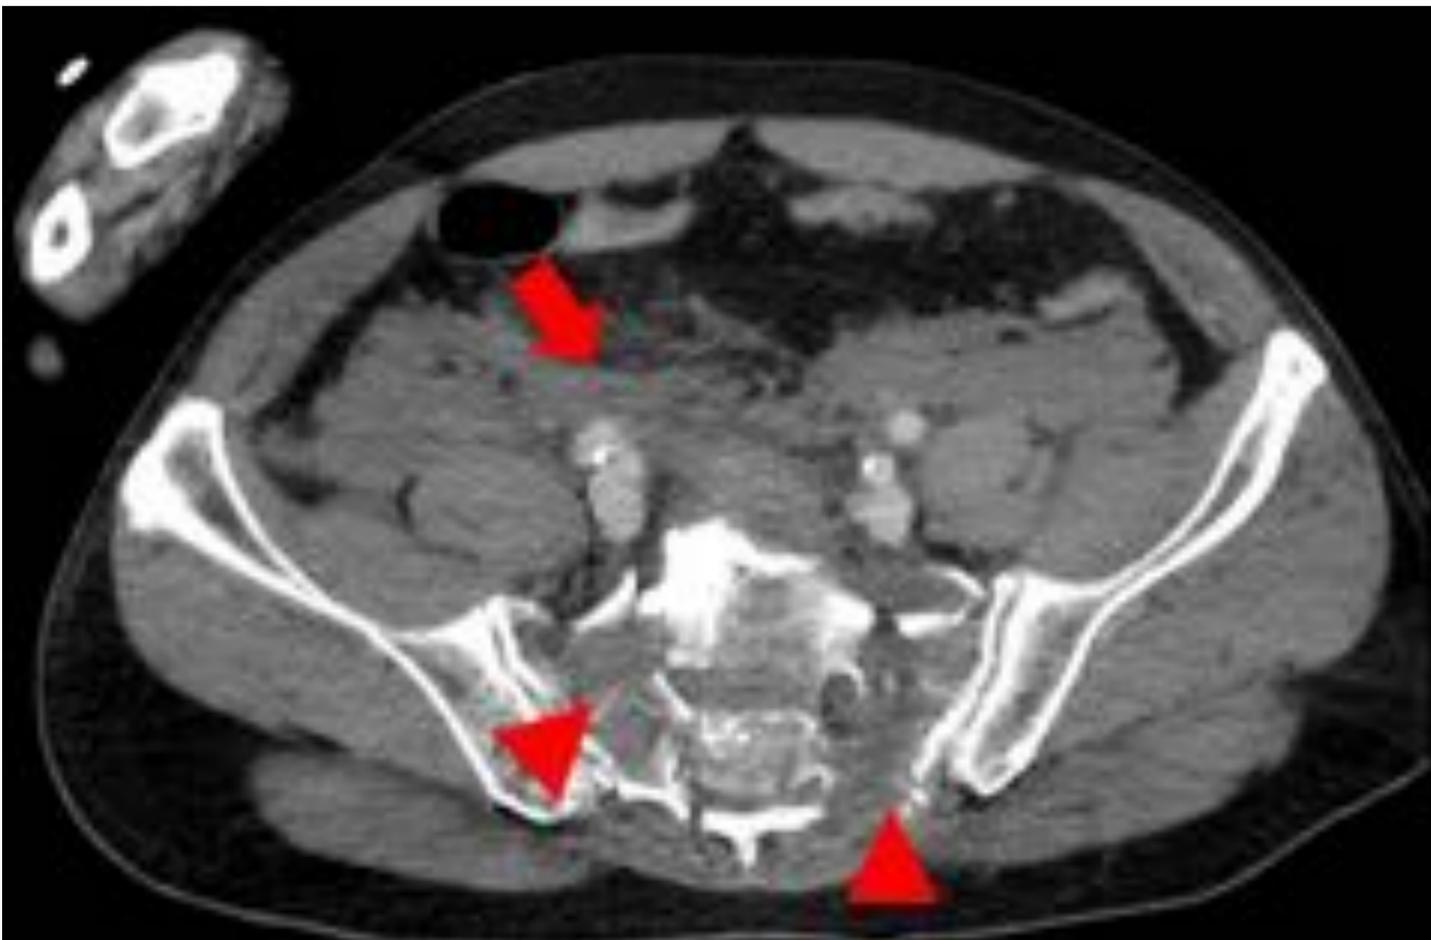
TC abdominopélvica en fase venosa. Fractura compleja y conminuta del sacro (cabeza de flecha) con importante hematoma retroperitoneal asociado (flecha). No se evidencian signos de sangrado activo.
